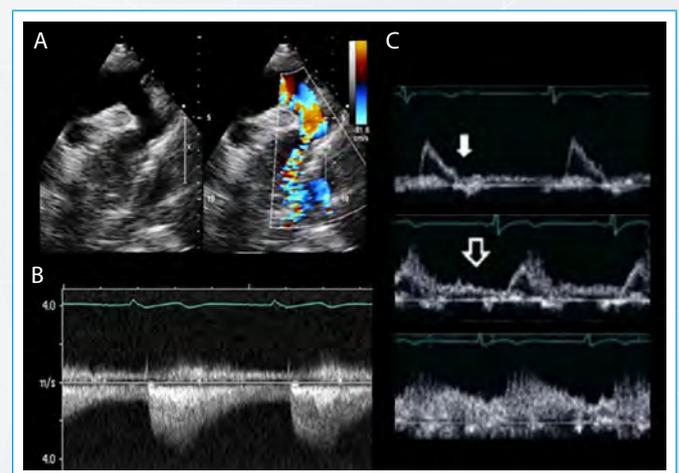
Ecocardiografía transtorácica. A: imagen bidimensional y con Doppler color desde proyección supraesternal en un paciente adulto con una coartación nativa. Estenosis circunscrita aórtica inmediatamente después de la salida de la arteria subclavia izquierda con dilatación postestenótica. La imagen permite medir las dimensiones de la aorta ascendente, el arco transversal proximal y distal, el istmo aórtico y la aorta torácica descendente. Con Doppler color se observa un flujo turbulento con zona de aceleración proximal en el istmo; B: patrón ecocardiográfico en modo Doppler: importante aceleración telesistólica del flujo (hasta 4 m/s) con prolongación diastólica característica; C: flujo con Doppler pulsado en aorta abdominal continuo, de baja velocidad, con pico máximo retrasado, característico de la coartación de aorta)
